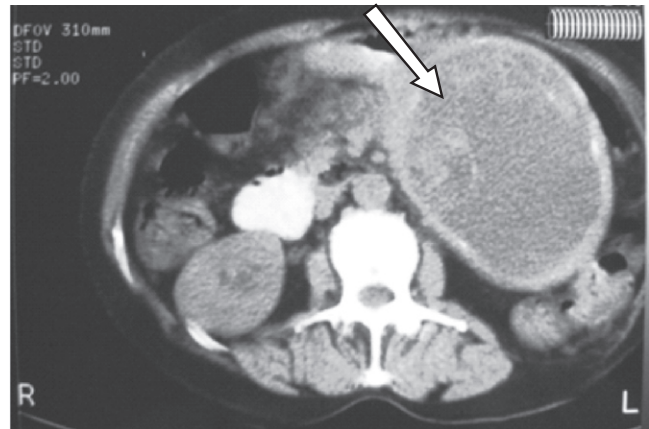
TAC de abdomen. Pseudoquiste (flecha)
